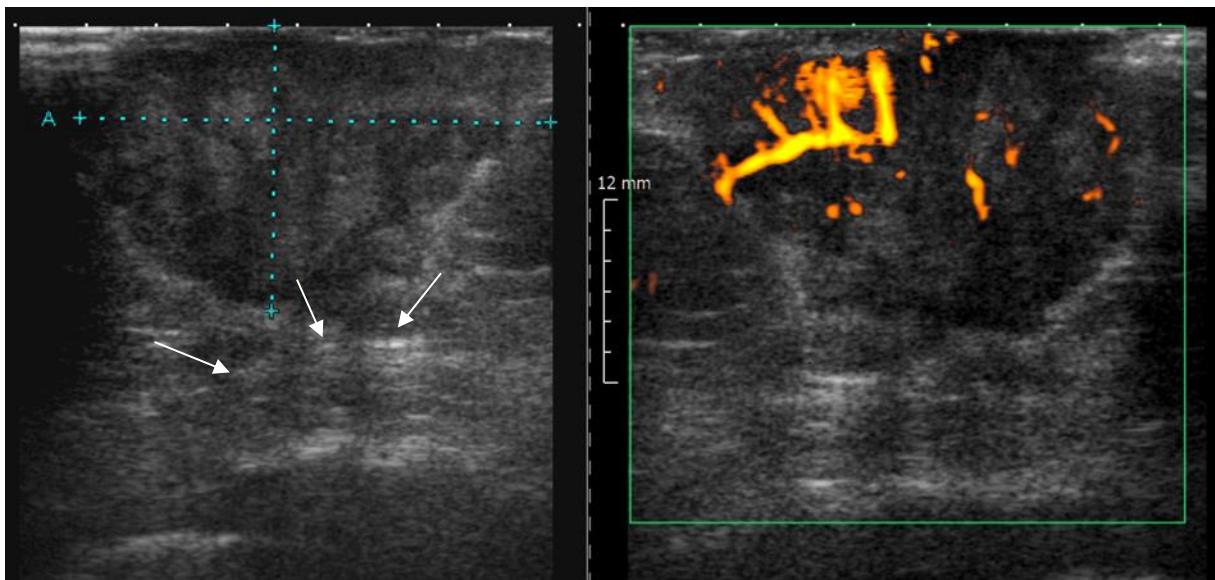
Ausgedehnte tumoröse Formation mit partieller Aufhebung der Gewebesegmentierung, exemplarisch am angrenzenden M. pectoralis major (Pfeile) sowie einer deutlichen, intraläsionalen Steigerung der Perfusion in der dopplersonographischen Untersuchung (Bild rechts).
